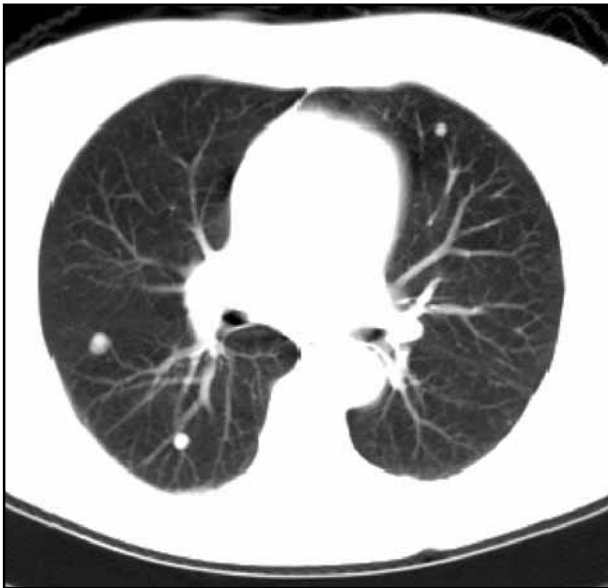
Пацієнт М., 13 р., діагноз — ангіосаркома альвеолярного відростка верхньої щелепи справа з інтрасинусозальним ростом; СКТ органів грудної клітки; метастатичне ураження
